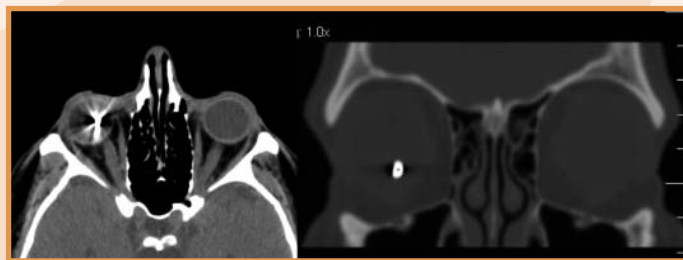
TC orbite. Scansioni assiali e coronali senza m.d.c., presenza di corpo estraneo in camera vitrea di OD.
